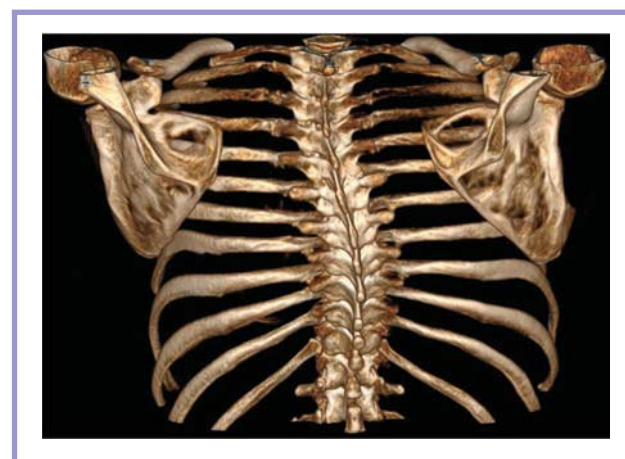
Компьютерная томограмма, 3D-реконструкция позвоночного столба и грудной клетки.
